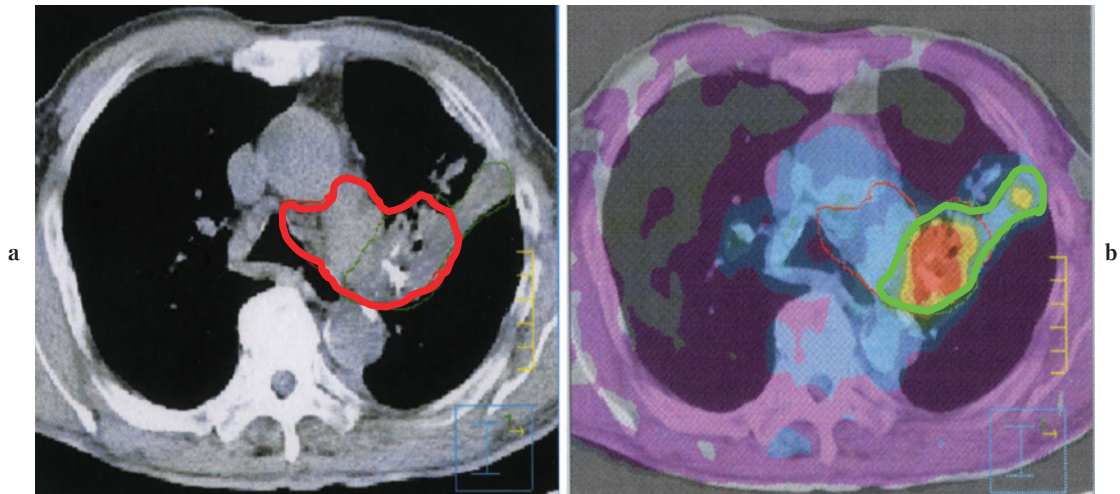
Radiation field planning using PET/CT. a: Radiation field was planned as red line by experienced radiation oncologist. Left lung cancer accompanied with atelectasis. b: Radiation field was modified as green line by using PET/CT image.
